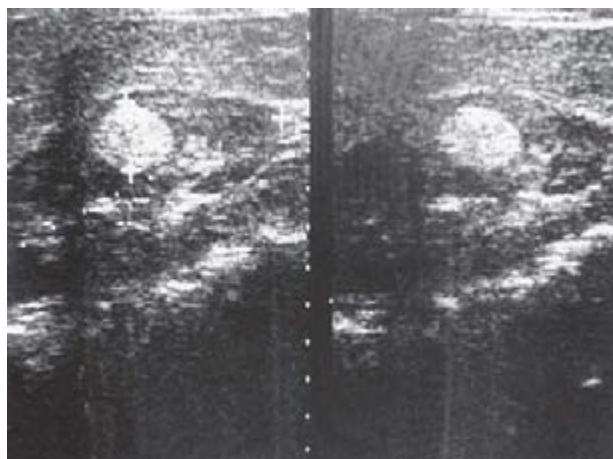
Ultrasonido renal muestra lesión hiperecoica.
